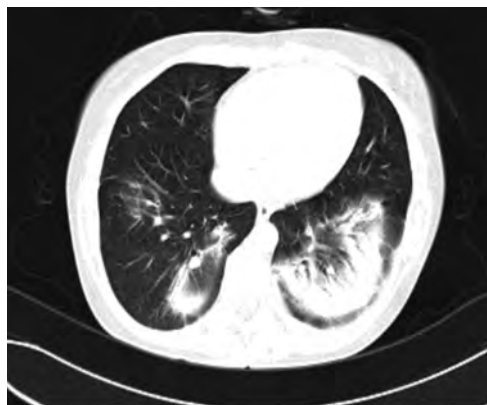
TAC tórax al alta: Desaparición de los infiltrados anterosuperiores. Persisten infiltrados basales con broncograma aéreo
